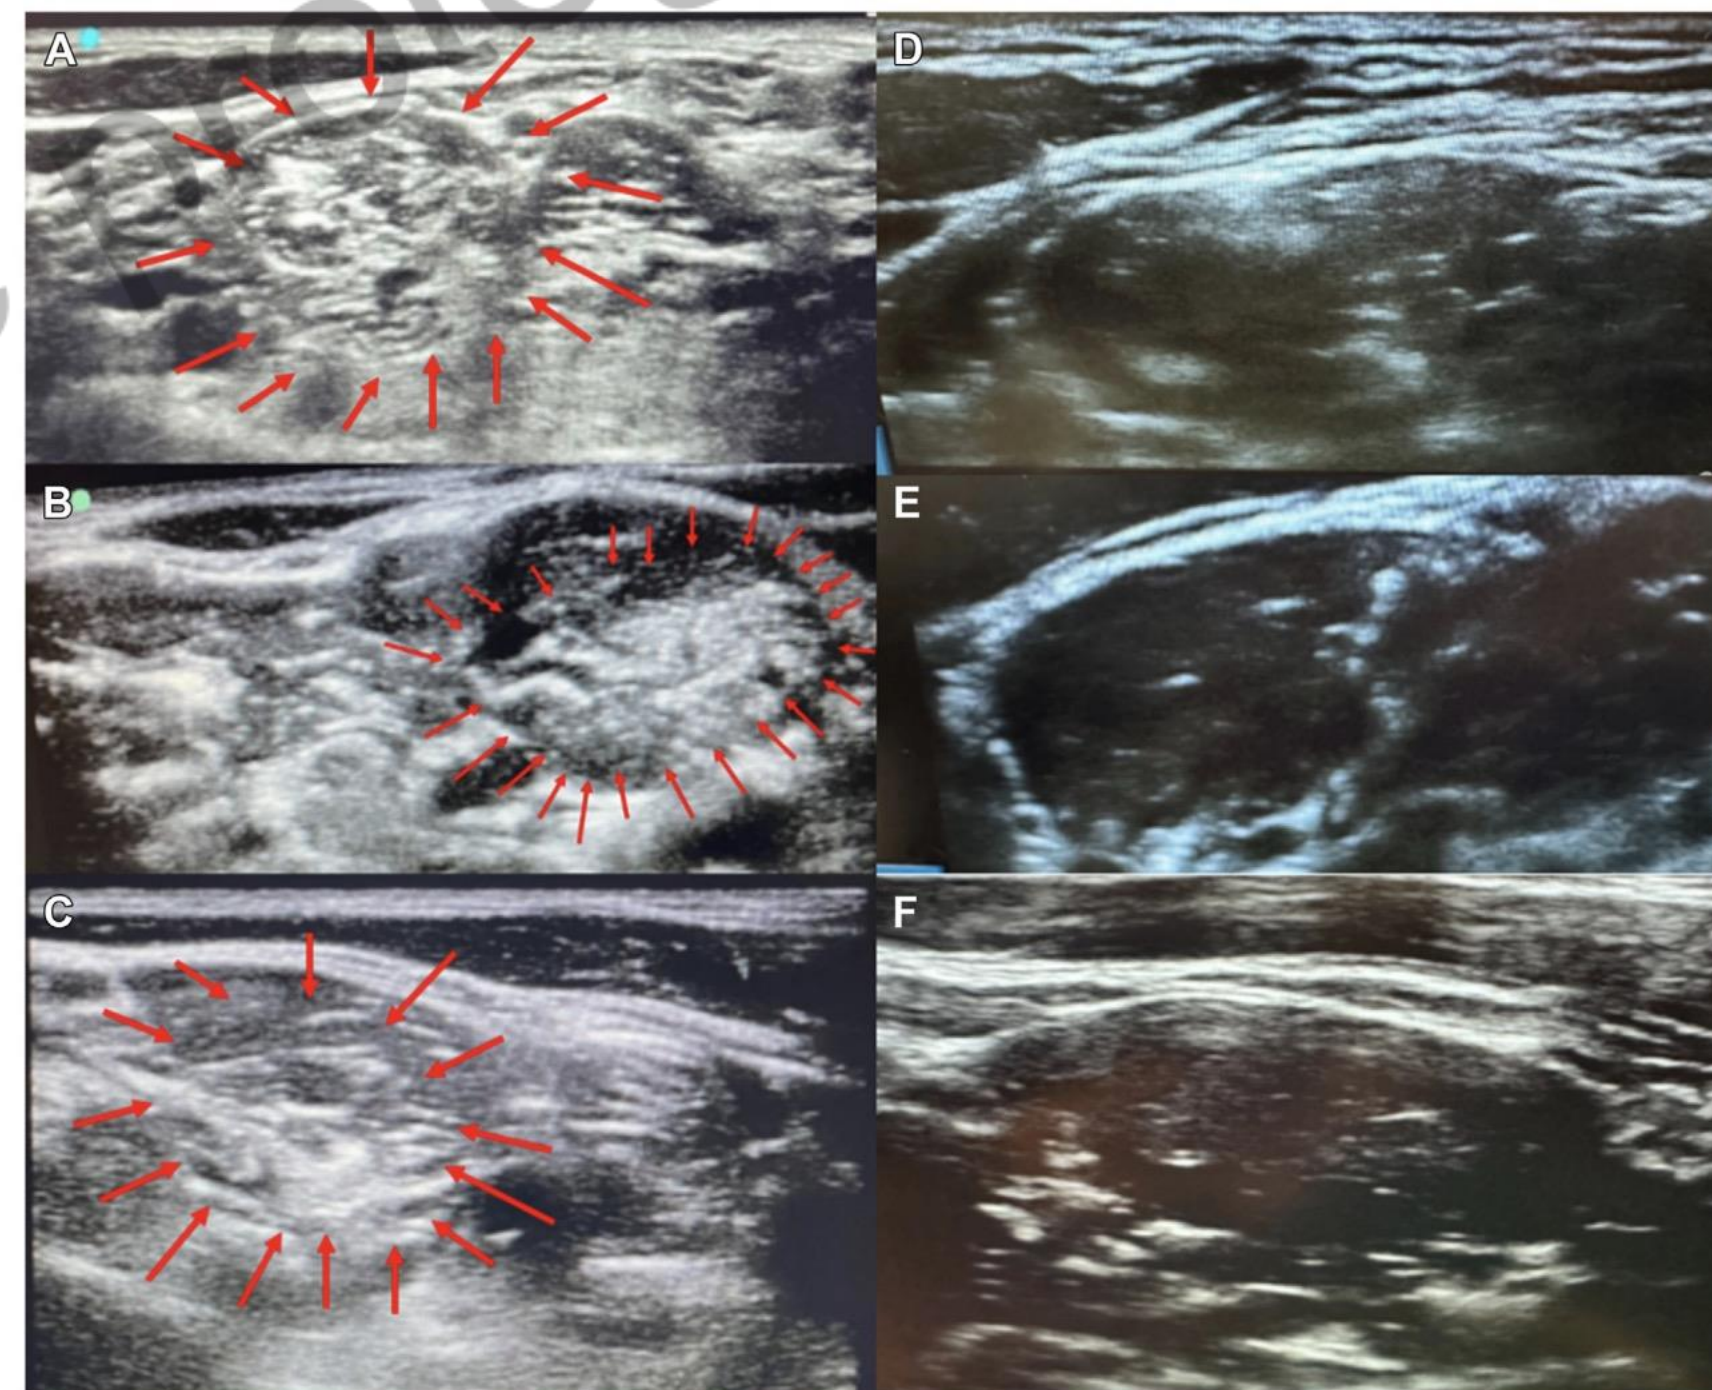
(A-C) Anterior scalene muscle (ASM) of symptomatic patients with neurogenic thoracic outlet syndrome accounts (NTOS). The red arrows indicate areas of increased density and linear strands and circular hyper-echogenicity within the musculature. (D-F) Ultrasound image of the ASM of asymptomatic patients with NTOS. Notice the normal appearing density and echogenicity in the ASM.
